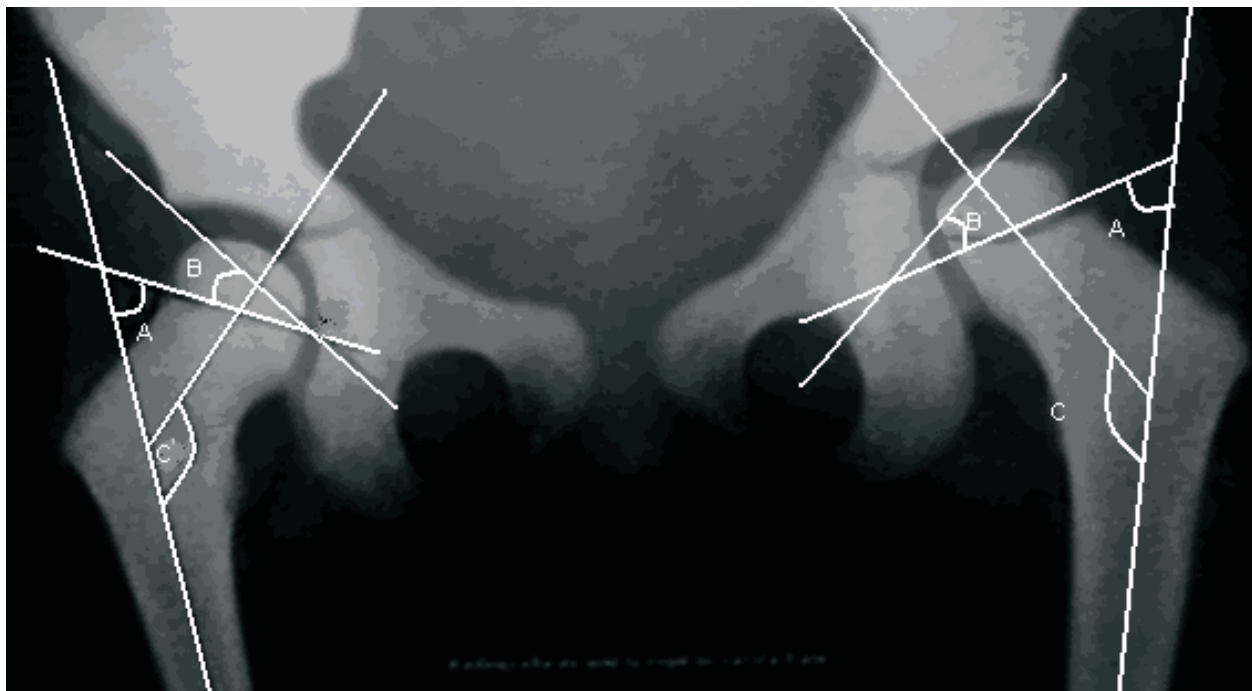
Radiografia de șold la copilul C. cu vârsta de 3 ani (articulație sănătoasă bilateral).
